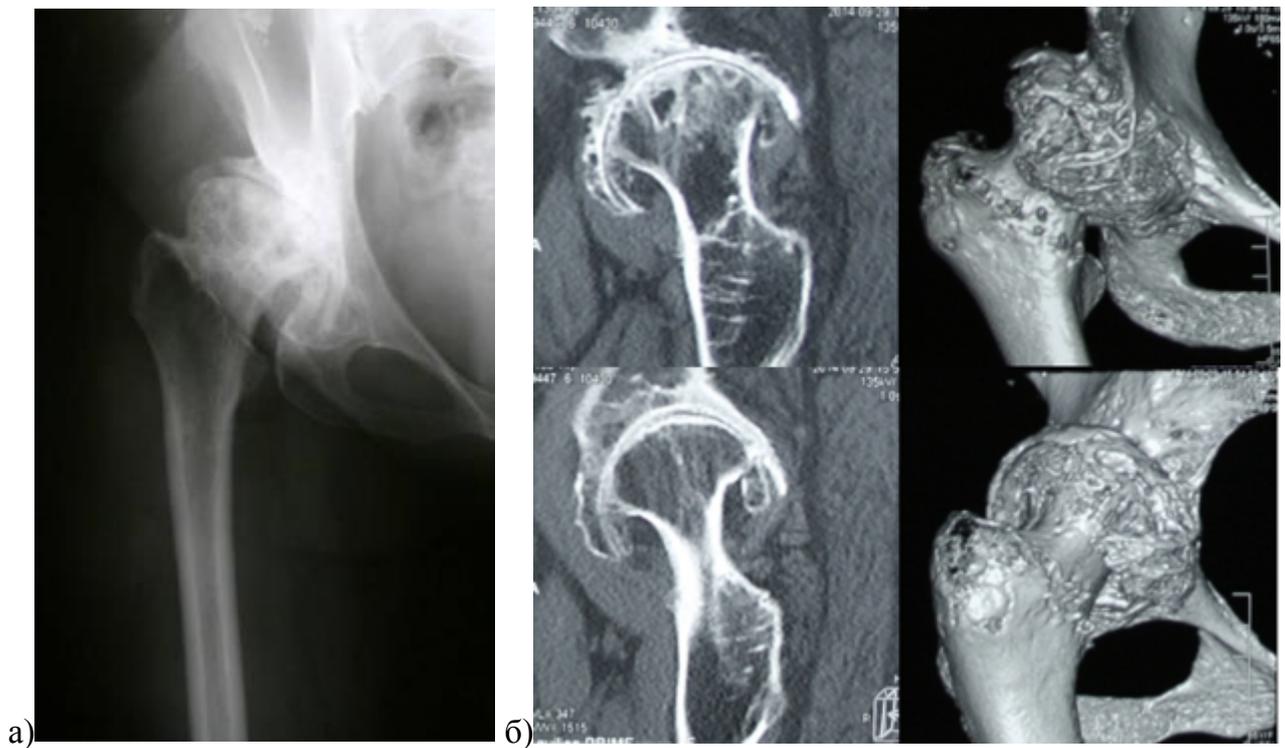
Рентгенограммы пациентки 56 лет, с правосторонним диспластическим коксартрозом (тип В2 по Hartofilakidis): а) отмечается выраженная вытянутость впадины в верхне-нижнем направлении и ограниченная глубина; б) по данным компьютерной томографии отчетливо видно, что остеофиты представляют из себя лишь скорлупу, а передне-задний размер впадины крайне ограничен и не соответствует видимым габаритам ложной впадины
